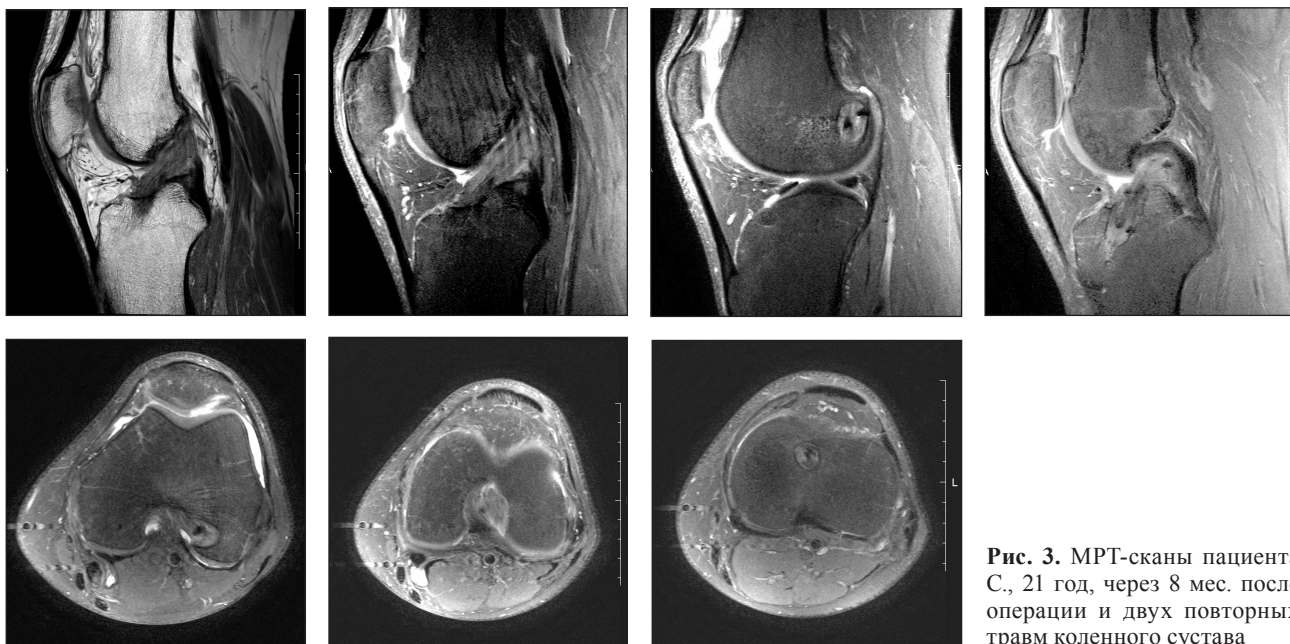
МРТ-сканы пациента С., 21 год, через 8 мес. после операции и двух повторных травм коленного сустава
